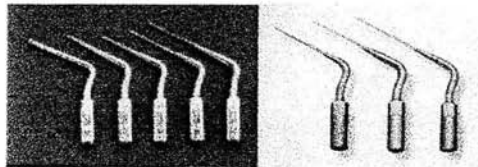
Puntas de ultrasonido con distintos revestimientos. Zirconio, Titanio, Diamante (Spartan CPR 1-7, USA).<sup>(4)</sup>
